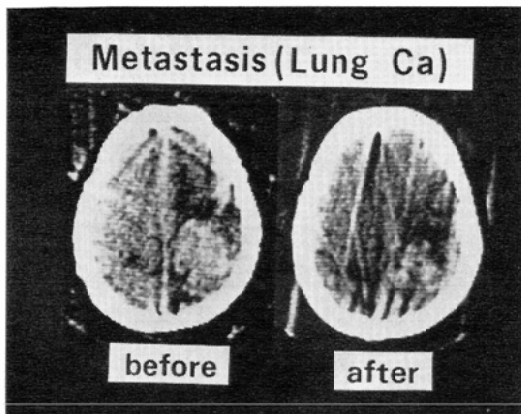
Brain metastasis to the right parietal lobe from large cell undifferentiated carcinoma of the lung in 53-year-old male. CT scan taken before radiation therapy shows an enhanced tumor with peripheral low density area in the right parietal region. CT scan after irradiation (4300 rad) shows moderate decrease in tumor size.
